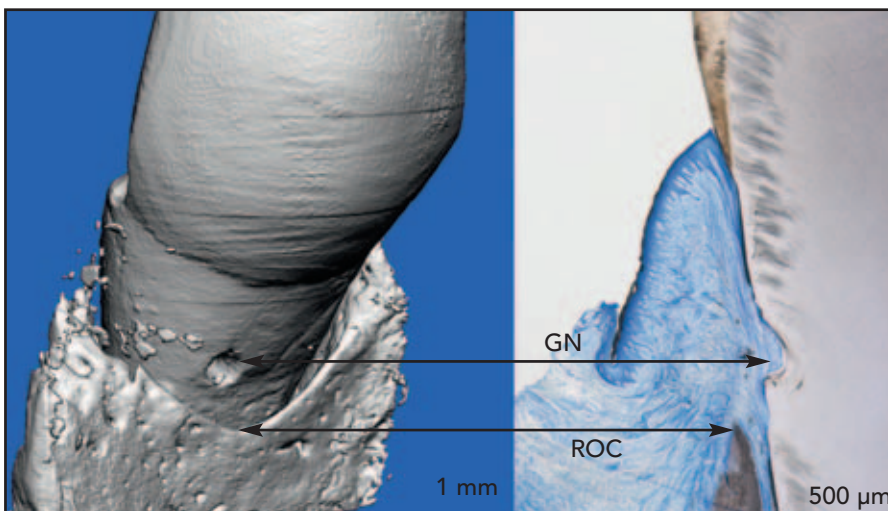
(links) 9 Monate nach der Behandlung mit dem Wachstumsfaktor ist dichte Kortikalis zu erkennen, die sich direkt apikal zu der Referenzkerbe in der Gingiva (GN) gebildet hat. (rechts) In diesem beschliffenen Schnitt haben sich neuer Knochen und PDL fast bis zu der Gingiva-Referenzkerbe (GN) gebildet, was die Mikro-CT-Befunde bestätigt. ROC = regenerierter Knochenkamm.
